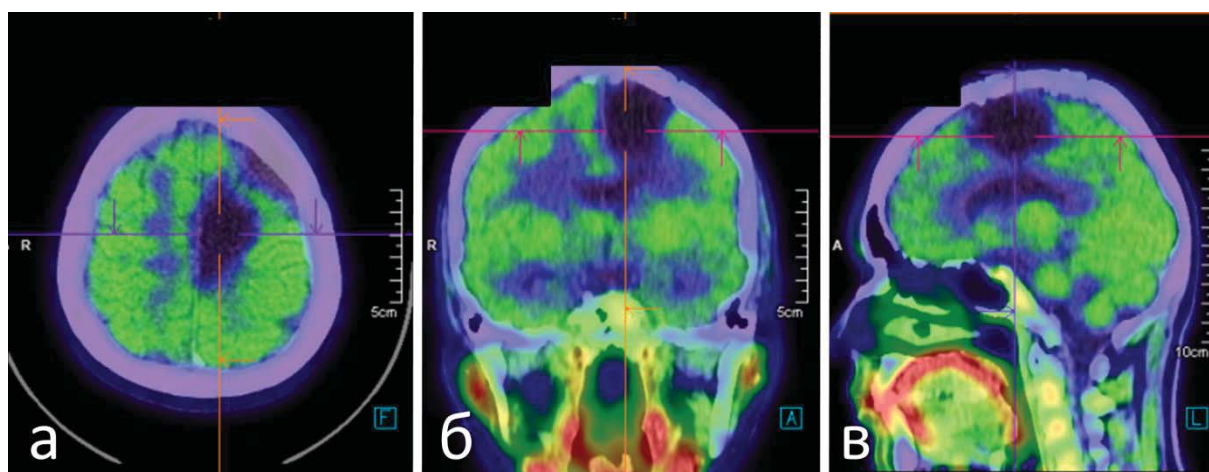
ПЭТ/КТ с ^{11}C -метионином головного мозга пациентки через 6 месяцев после удаления анапластической олигодендроглиомы (grade 3) левой лобной доли: а – аксиальная проекция; б – коронарная проекция; в – сагиттальная проекция
